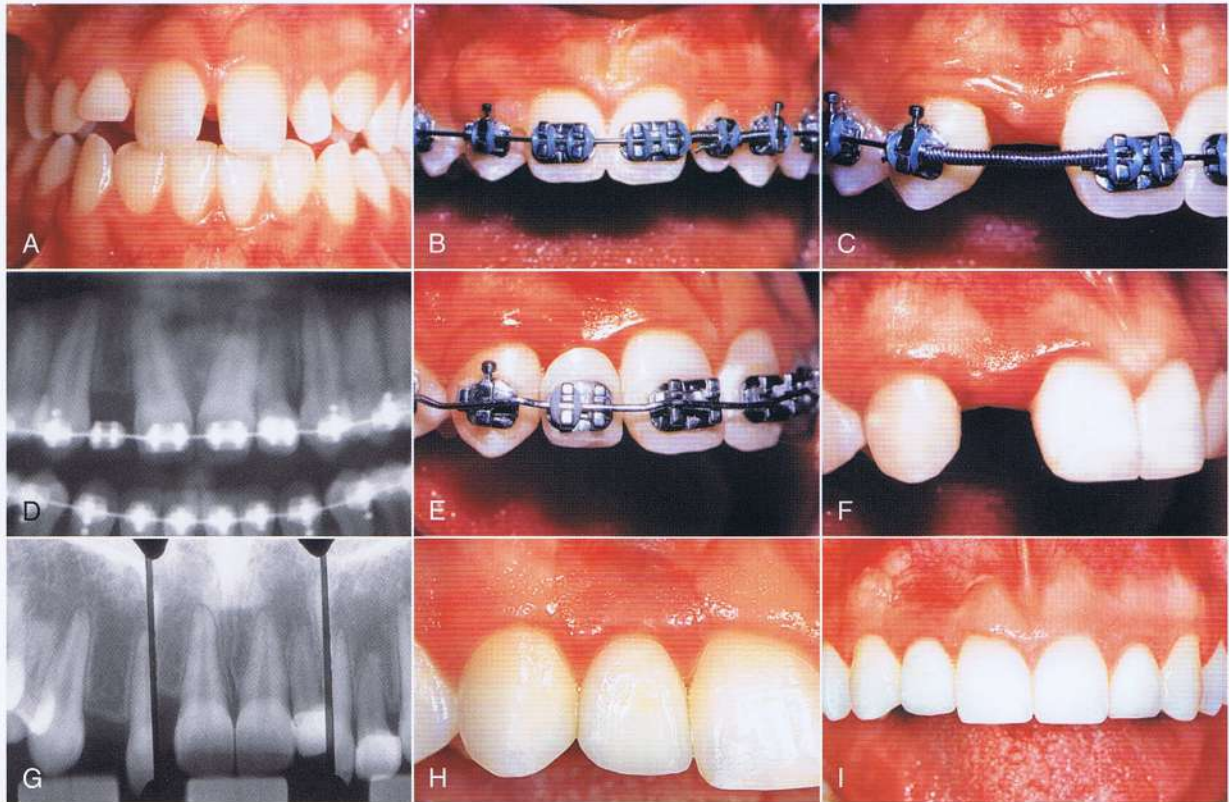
A, paciente femenino de 16 años de edad con ausencia congénita del incisivo lateral superior derecho y el incisivo lateral izquierdo malformado. El plan de restauración implicaba la restauración del incisivo lateral izquierdo malformado y la colocación de un implante y corona para reemplazar el incisivo lateral derecho ausente. Después de (B) la alineación de los dientes y (C) la apertura del espacio para el implante, (D) era necesario tomar una radiografía del progreso para determinar (E) el movimiento dental y radical apropiado para crear la (F) corona correcta final y (G) la posición de la raíz antes de la (H e I) colocación del implante y la restauración.
